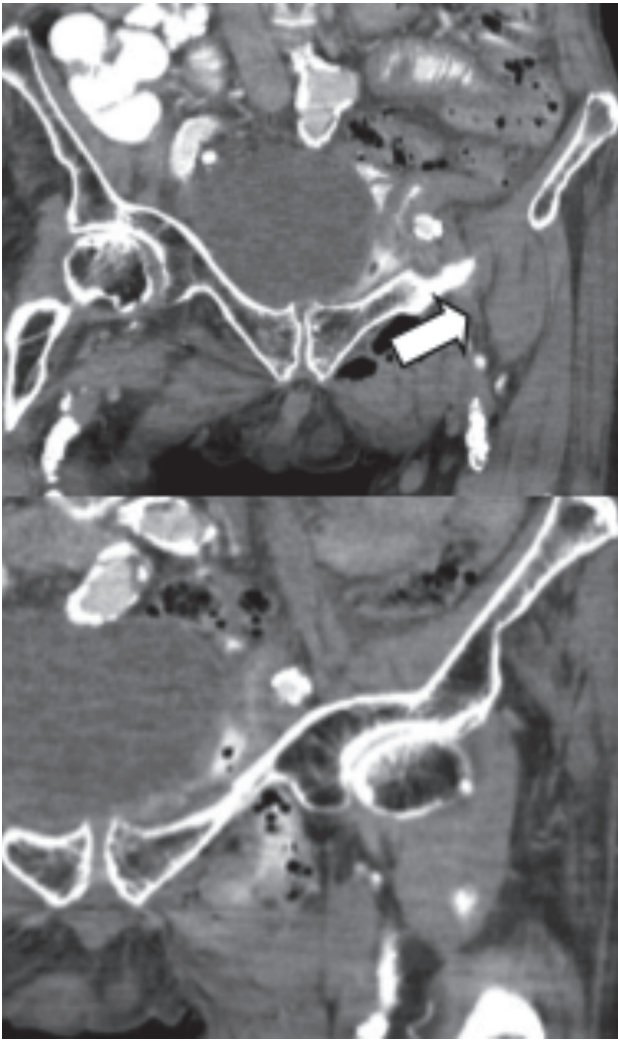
TAC. Cortes coronales a través de la pelvis que demuestran hernia obturatriz izquierda que contiene asas de intestino delgado (flecha).
